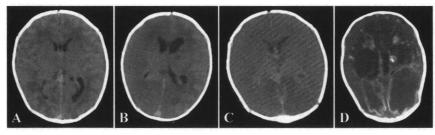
A:入院時頭部 CT 左側側脳室後角の拡大が認められた。
